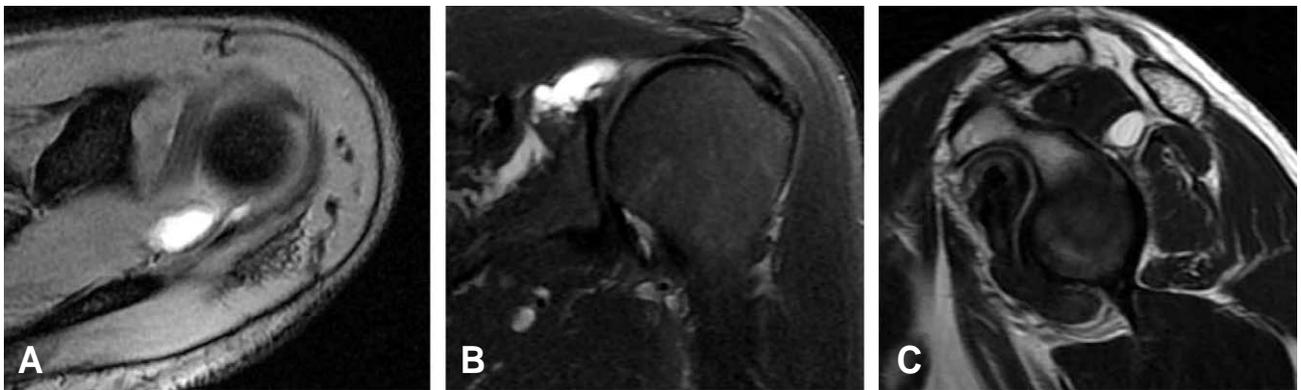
MRI scan of spinoglenoid notch cyst A) Axial image, B) Oblique coronal and C) Oblique sagittal image.
